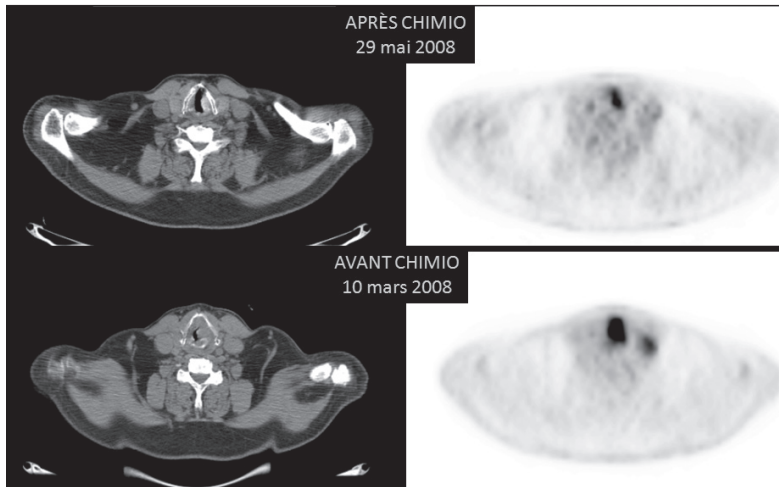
Patient porteur d'un carcinome épidermoïde de l'hémilarynx gauche avec un SUVmax à 94 % de la valeur initiale après 3 cures de TPF. Cette mauvaise réponse métabolique s'opposait à une bonne réponse initiale apparente en tomodensitométrie sur la lésion primitive. L'évolution clinique a conduit à une laryngectomie totale (les coupes axiales TDM et TEP centrées sur la tumeur après chimiothérapie sont sur la ligne du haut, celles avant chimiothérapie sur la ligne du bas).
